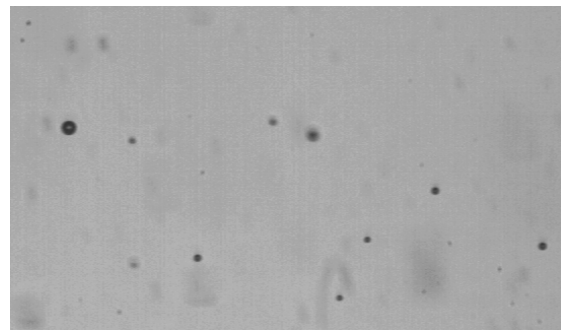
Micro bubbles generated through a porous material and ultrasonic excitation.
